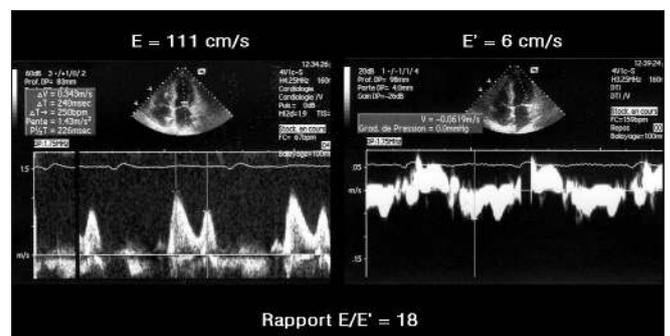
Diagnostic d'un flux normalisé transmittal par analyse du spectre Doppler tissulaire à l'anneau latéral mitral dont l'onde E' est inférieure à 8 cm/s. Par ailleurs, le rapport des ondes E/E' > 15 permet d'identifier ici une élévation des pressions de remplissage.
